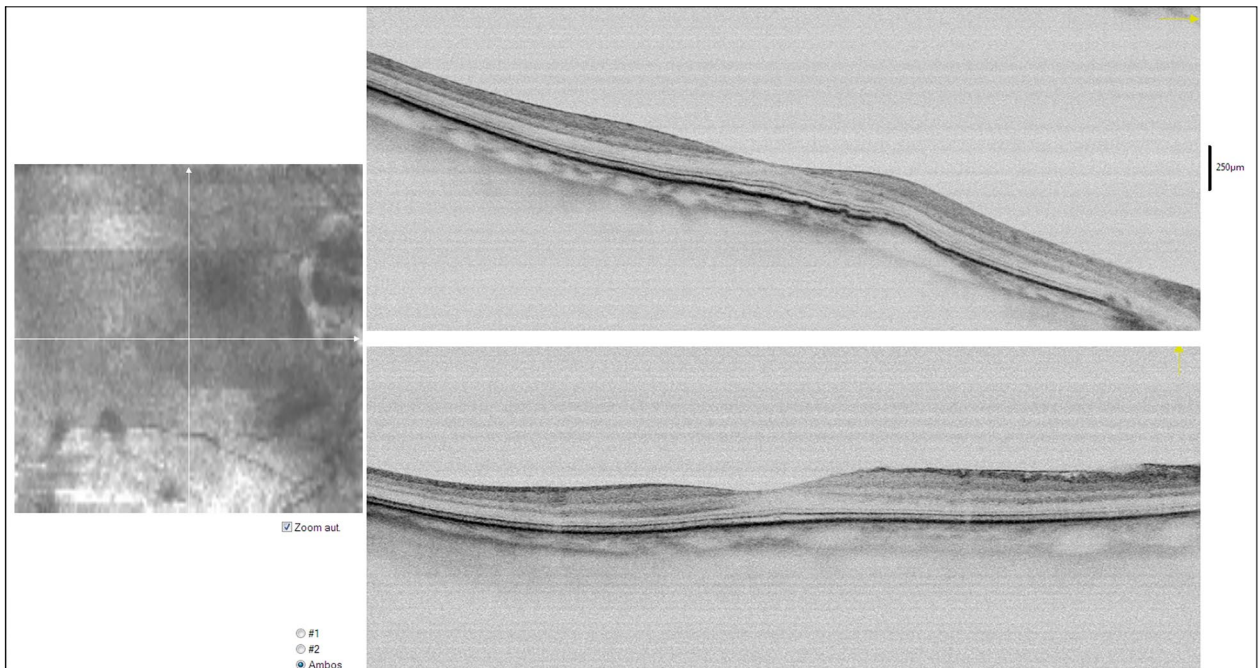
Tomografía óptica de coherencia macular, donde observamos un pucker parafoveal sin edema.
